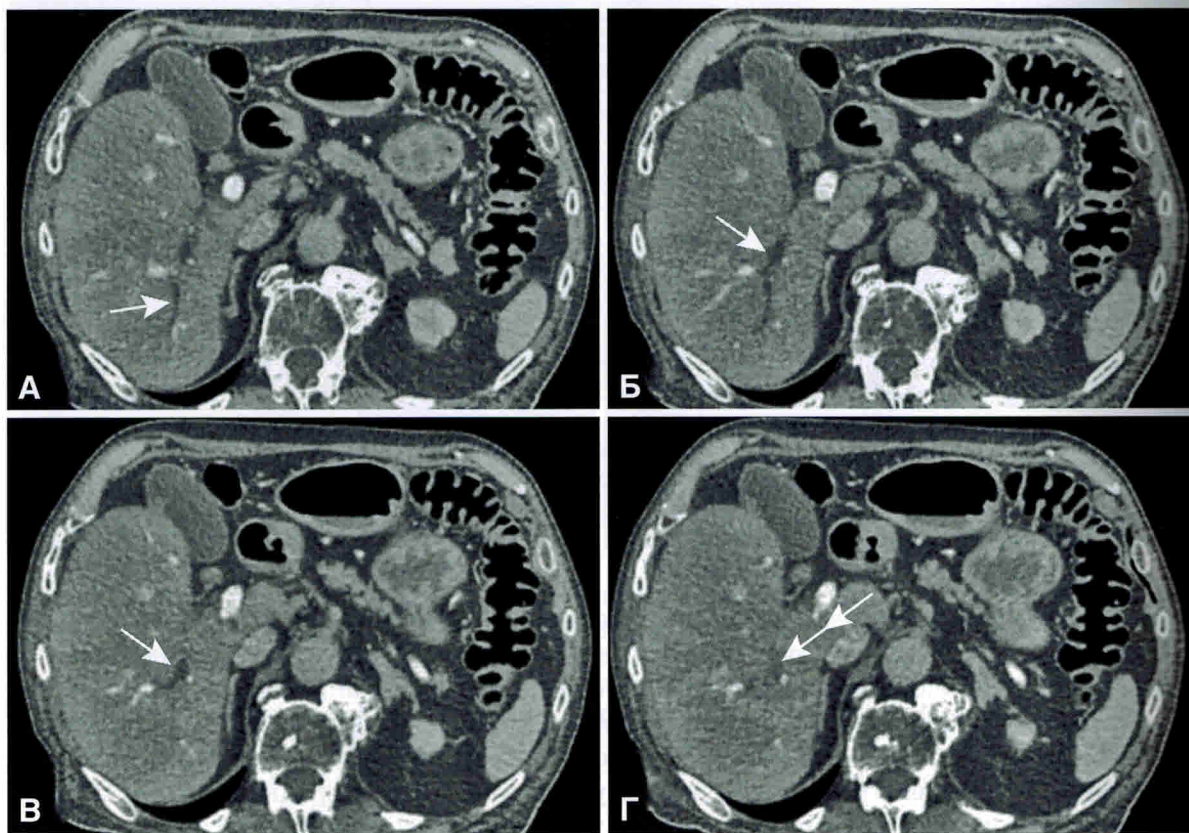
Внутрипеченочная перипротоковая инфильтрирующая холангиокарцинома. Паренхиматозная фаза контрастирования. А–Г — серия последовательных компьютерных томограмм в аксиальной проекции. Визуализация расширенного протока 6-го сегмента печени (стрелки) заканчивается в области едва заметной гиподенсивной опухоли (двойная стрелка), дистальный отдел протока не прослеживается.
